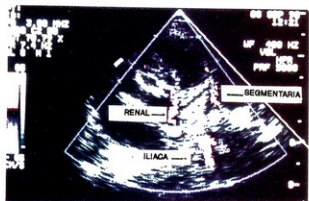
Visualización Doppler color a nivel de arterias segmentarias.
